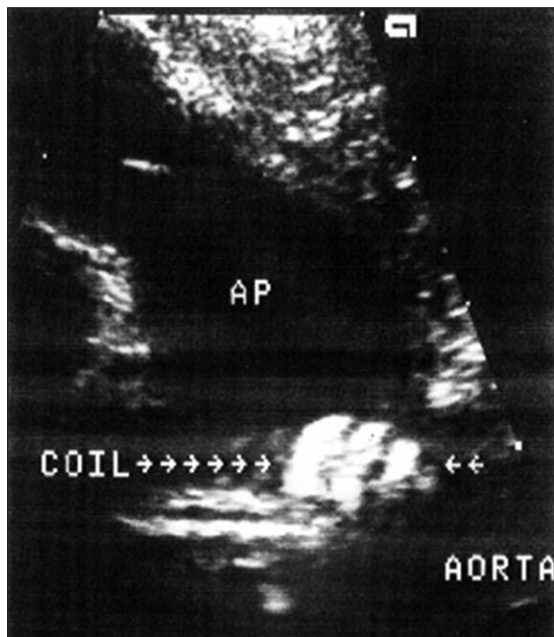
Ecocardiograma Doppler transtorácico mostrando el coil normoposicionado, señalado por las flechas. AP: arteria pulmonar.
